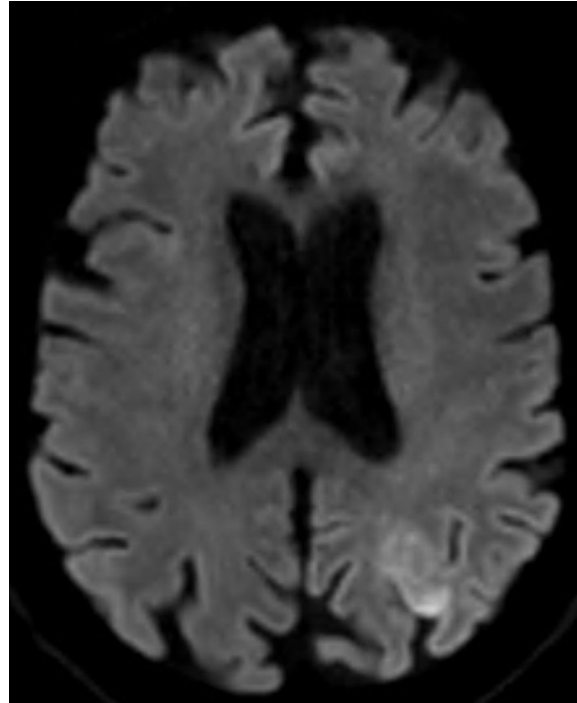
DWI axial. Lesión isquémica subaguda precoz alrededor del surco intraparietal izquierdo (territorio frontera posterior ACA-ACM)
